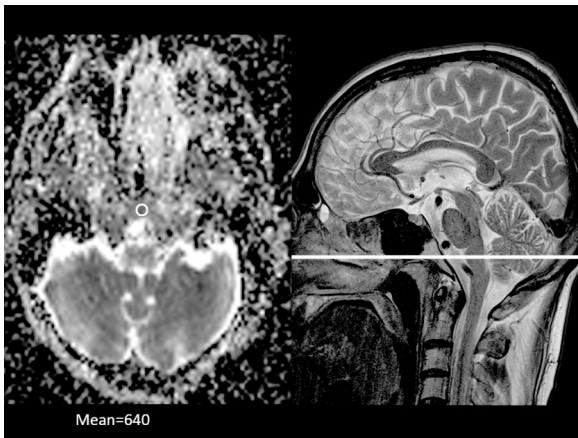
Значение измеряемого коэффициента диффузии от области основания черепа
